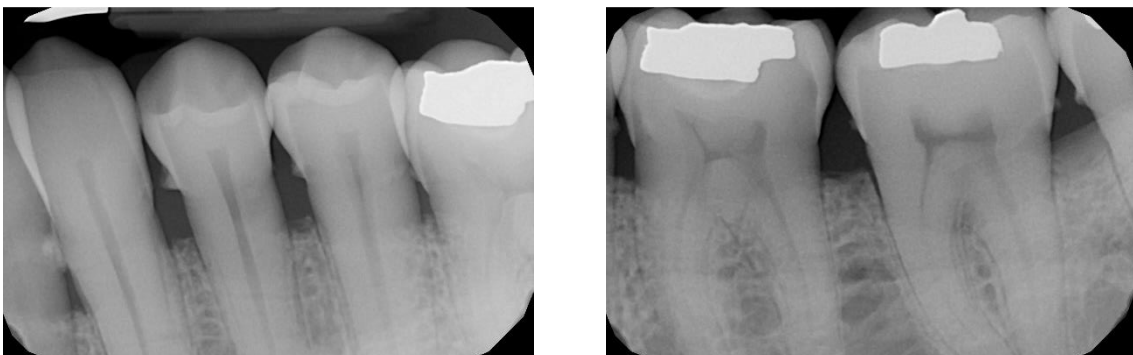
Radiografías periapicales del tercer cuadrante sector posterior.
